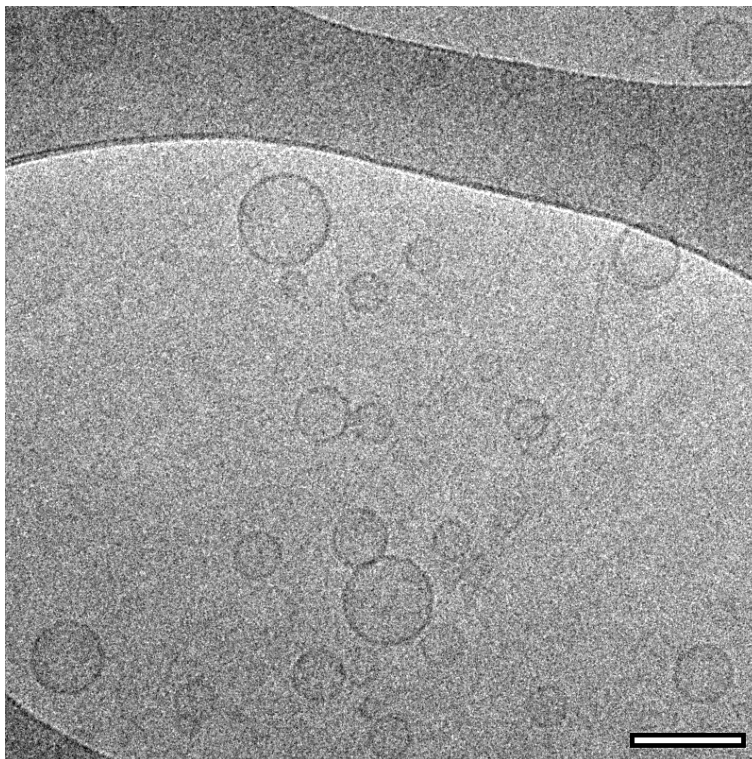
SUVs-AP et nanofibres de Fmoc-FFY autoassemblés observées par cryo-TEM 30 minutes après l'ajout du peptide précurseur Fmoc-FFpY (0.1 mg.mL^{-1}). Barre d'échelle = 100 nm.
